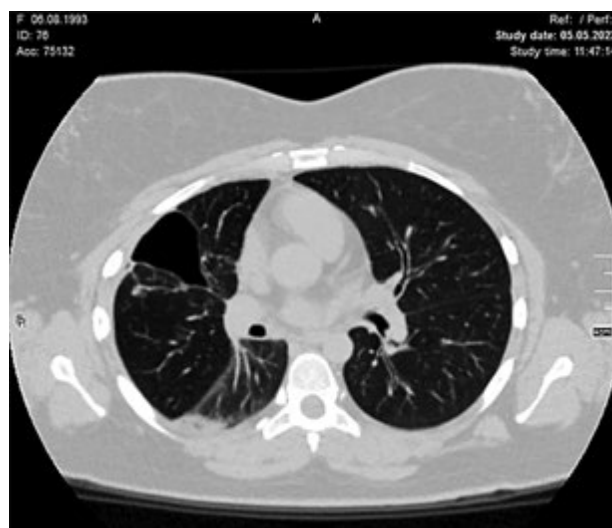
КТ ОГК пацієнтки К. через 3 міс після виписки. Аксіальний зріз
